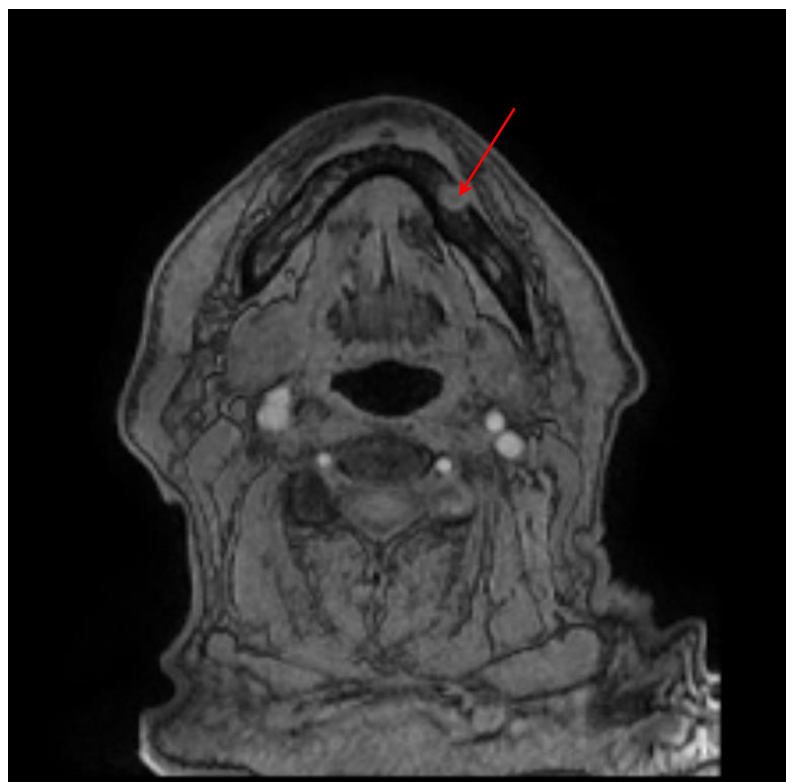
МРТ-исследование, фронтальная плоскость. Очаговое гиперваскулярное изменение в нижней челюсти слева
